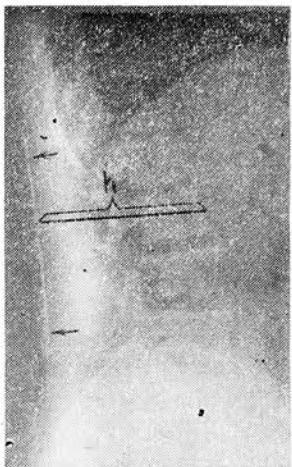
По рентгенограмме поясничного отдела позвоночника в боковой проекции определяют расстояние от точки пункции аорты до изображения линейки (изображение линейки указано стрелкой): на уровне точки пункции аорты.
